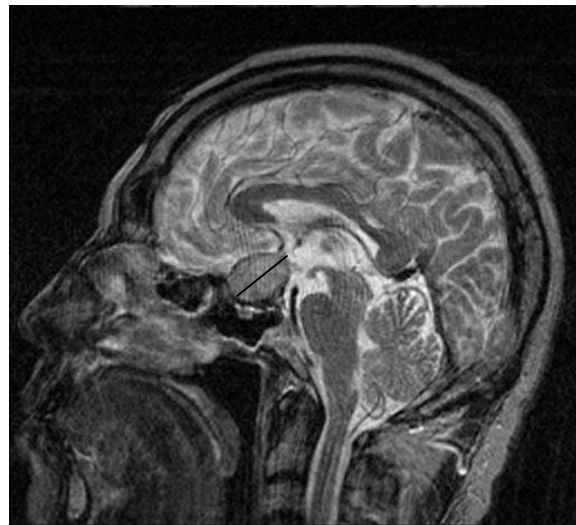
RM en plano sagital ponderada en T2, macroadenoma que no sobrepasa el diafragma selar, con diámetro longitudinal de 19 mm.
